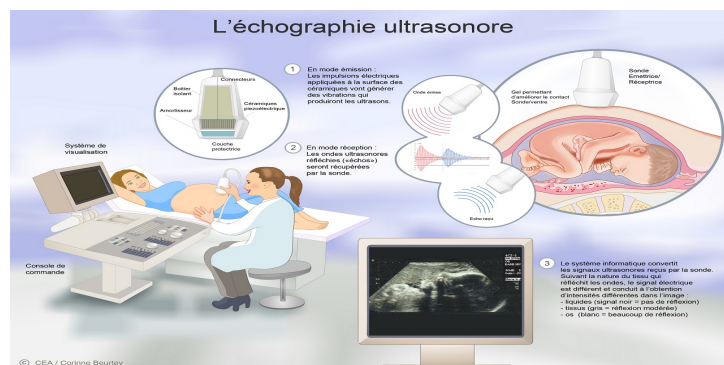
L'échographie[17]
